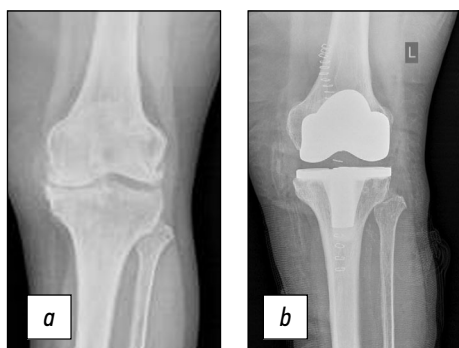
Рентгенограммы больной Т. в прямой проекции: *a* — до оперативного лечения, *b* — после оперативного лечения.
